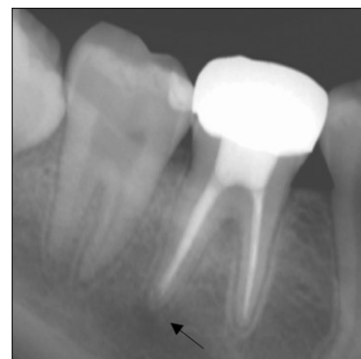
Periapical lesion is gradually diminished.
